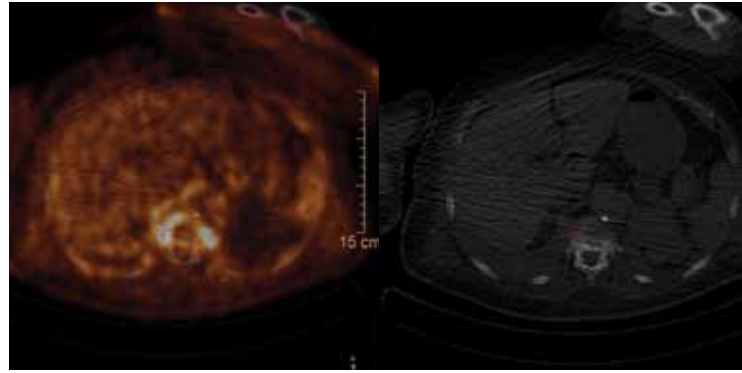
Female patient status post 12th thoracic vertebral body fracture. An infiltration treatment in the region of the fractured segment was carried out to alleviate the pain. Thereupon the patient developed a sepsis with multiple arthritides positive for staphylococcus aureus as well as pneumonia. The primary focus of inflammation could not be localised by means of magnetic resonance imaging, skeletal scintigraphy and contrast medium-enhanced CT. The FDG-PET/CT conducted thereupon shows semicircular glucose metabolism increase of the paravertebral soft tissues at the level of the 12th thoracic vertebral body, which corresponds to the primary focus of inflammation.
